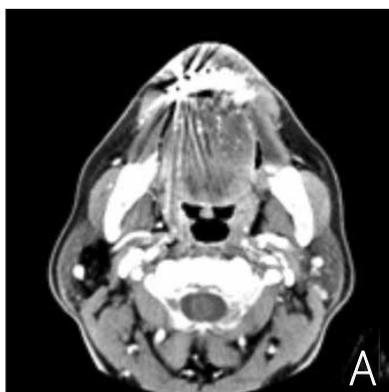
Preoperative postcontrast axial CT scans show lipoma in deep space of right upper neck just anterior and lateral to sternocleidomastoid muscle. The lipoma lies deep to the platysma muscle.
